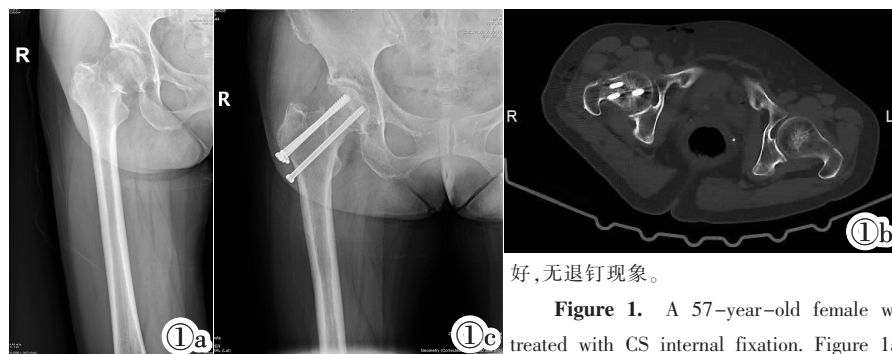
CS 内固定术前、术后影像学图。女,57 岁,因车祸致左侧 FNF,行 CS 内固定治疗。图 1a:术前骨盆 CT 为 Garden II 型 FNF。图 1b:术后骨盆 CT 示骨折复位良好,对位对线良好,术侧股骨颈长度较健侧未见明显缩短,无退钉现象。图 1c:术后 6 月复查骨盆正位片示骨折无移位,对位对线好,无退钉现象。
